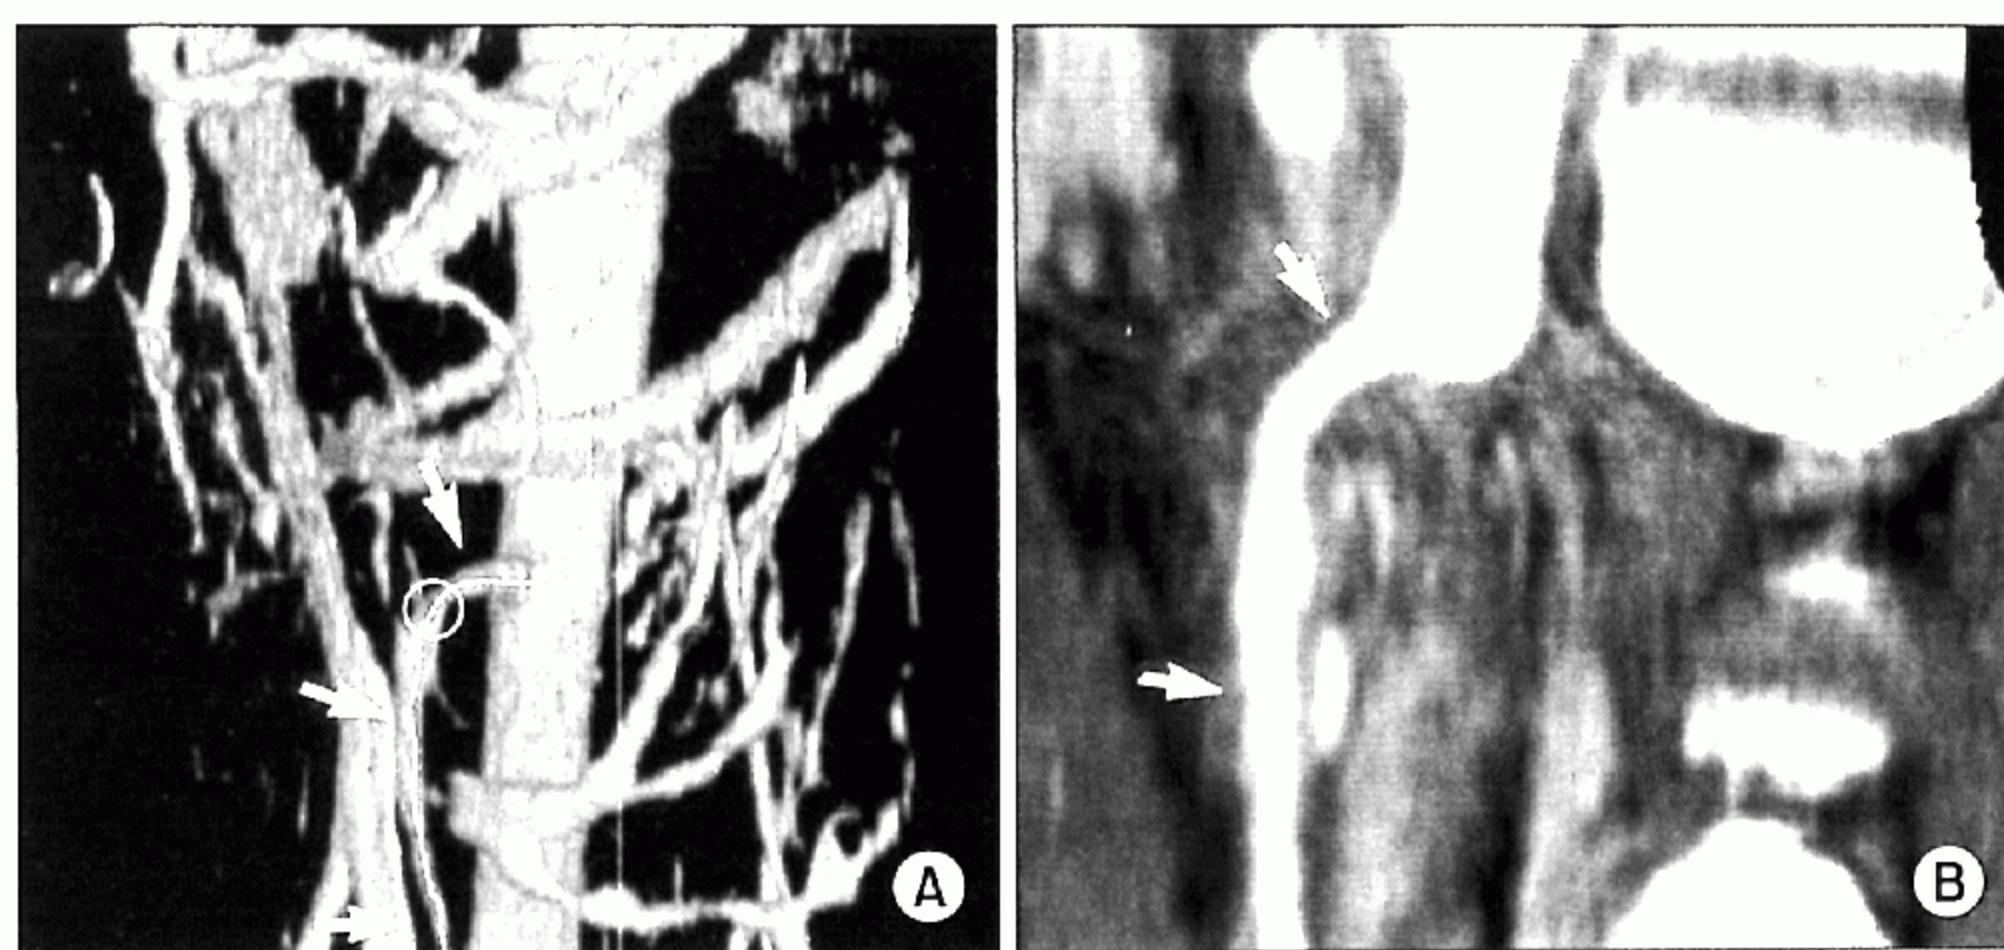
Postoperative 3-dimensional CT angiogram shows well reconstructed SMA. The course of the reconstructed SMA to aorta (white arrow) is drawn by green line (A). Sagittal scan of reconstructed SMA (white arrow) and aorta is shown at right side (B).
